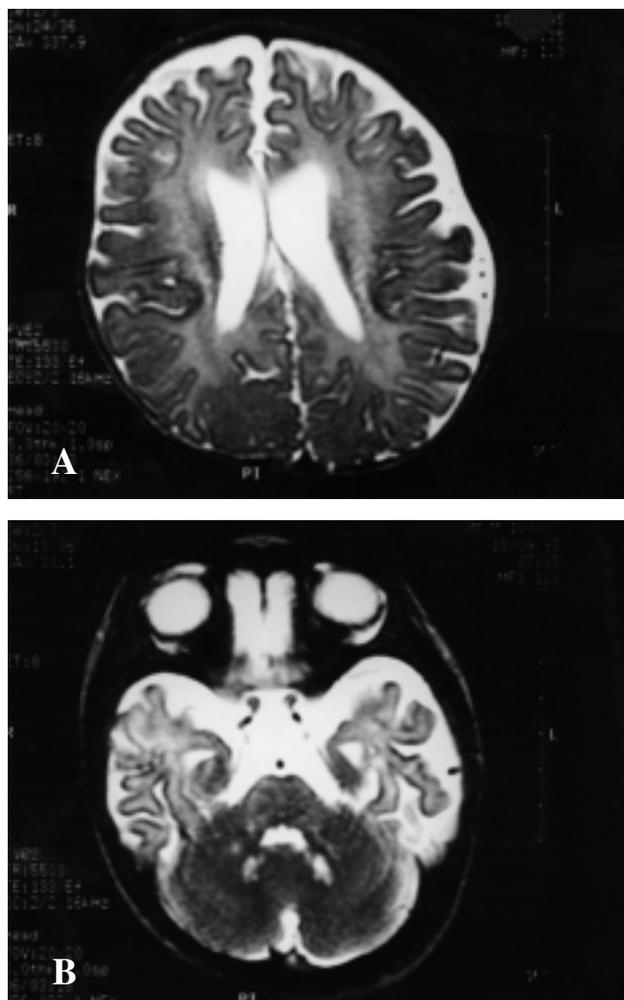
A - Ressonância nuclear magnética da crânio mostrando atrofia frontoparietal e hiperintensidade de sinal na ponderação T2 do braço posterior da cápsula interna
